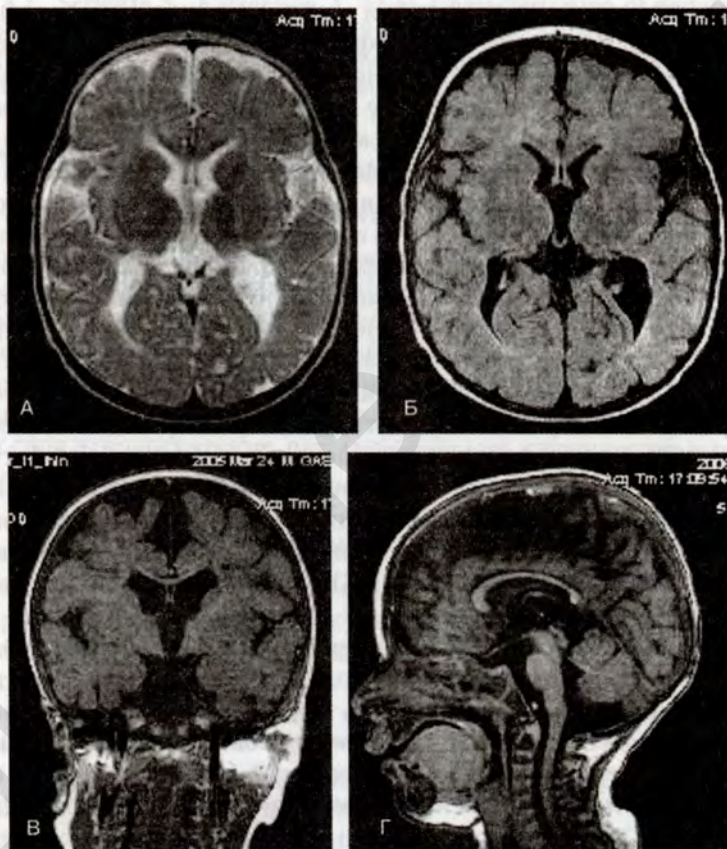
Гидроцефалия *ex vasculo* с потерей мозгового вещества и микроэнцефалией. МРТ: в аксиальных проекциях (А и Б) атрофические изменения полушарий головного мозга с расширением боковых желудочков и субарахноидальных пространств (смешанная гидроцефалия компенсаторного типа). Контуры боковых желудочков неровные. Паравентрикулярные очаги глиоза и лейкоапоптоза (у передних и задних рогов) в виде гиперинтенсивного «контура» боковых желудочков, более четко на изображении (Б). На коронарном сечении (В) дополнительно видно расширение межполушарной щели и III желудочка. На сагиттальном сечении (Г) IV желудочек увеличен в объеме за счет расширения отверстия Мажанди, расширена также большая затылочная цистерна.
